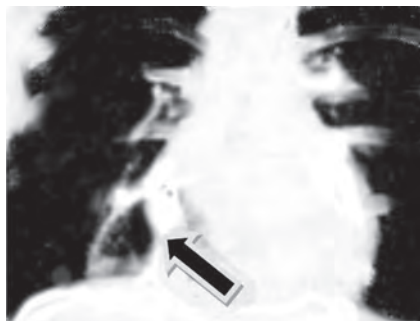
Грыжа Морганьи–Ларрея (при прямой рентгенографии грудной клетки видна пневматизированная петля тонкой кишки, вышедшая в грудную полость через щель Морганьи–Ларрея)
